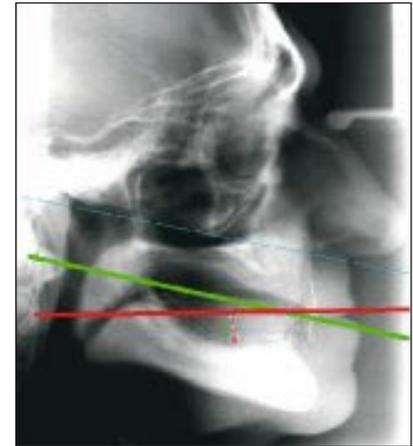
Fernröntgenseitenaufnahme zu Abbildung 1. Die Kraftvektoren im Kaukraftbelastungszentrum weisen eine unterschiedliche Richtung auf; rot = APF, grün = APF-NT, blau = Camper'sche Ebene.
